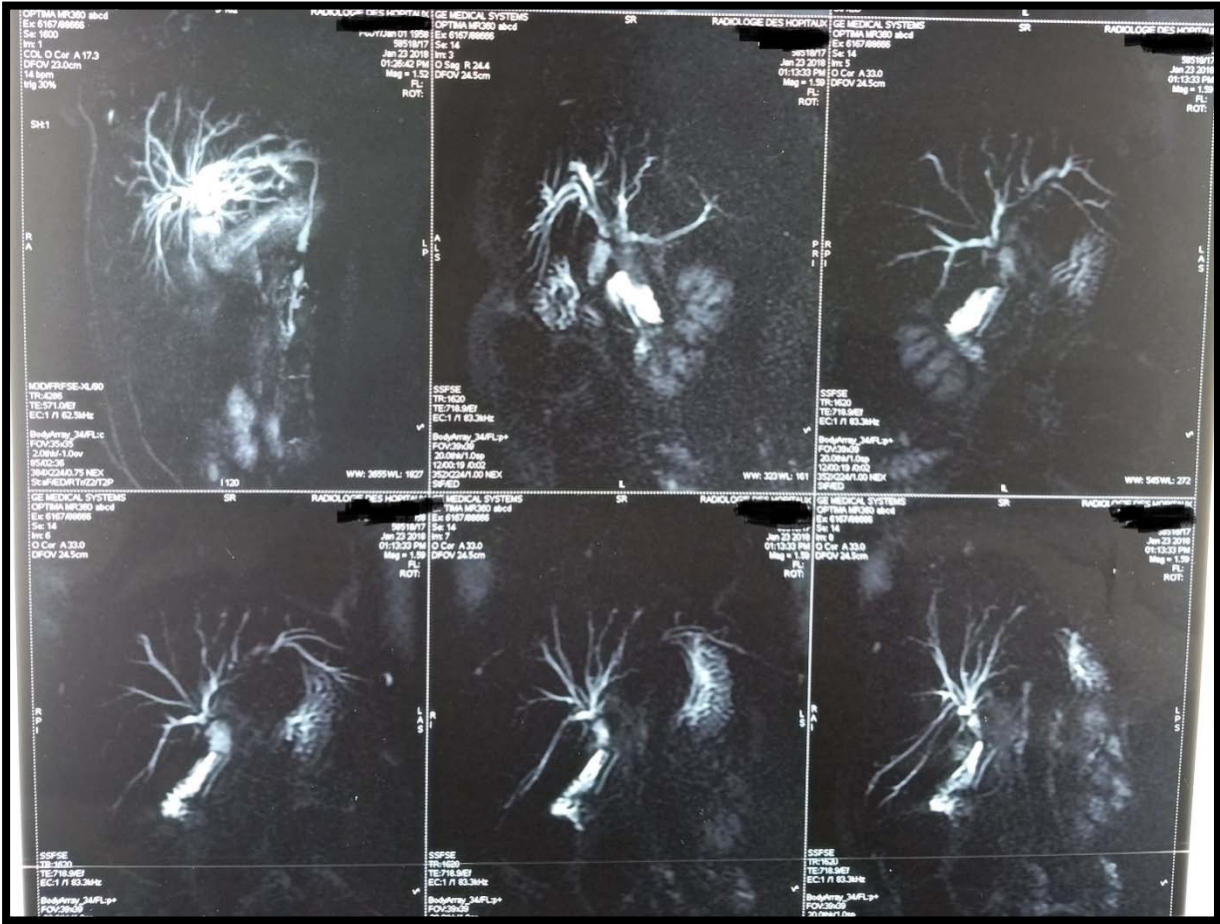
BILI-IRM : Dilatation des VBIH sur obstacle du canal hépatique commun probablement en rapport avec une sténose iatrogène secondaire au geste opératoire
